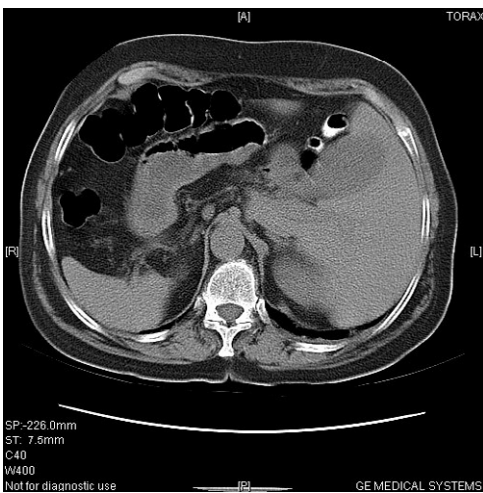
Tomografía que muestra la transposición de los órganos toracoabdominales.
